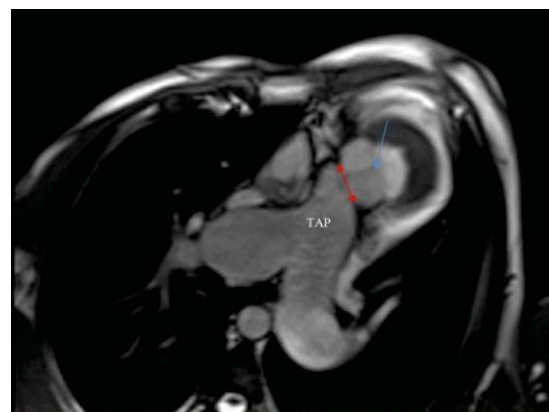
RMN cardiac, secțiune transversală: se observă valva pulmonară (săgeata albastră) și o membrană situată supravahular, stenozantă (săgeata roșie). TAP = trunchiul arterei pulmonare
